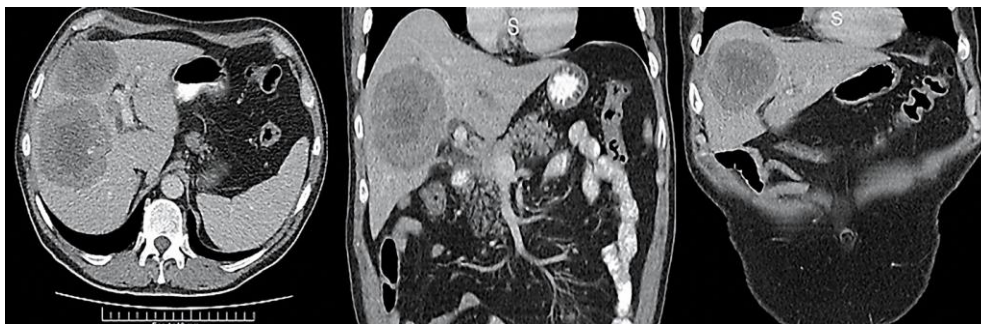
Tomografía computada de abdomen realizada al momento del diagnóstico de la patología hepática
